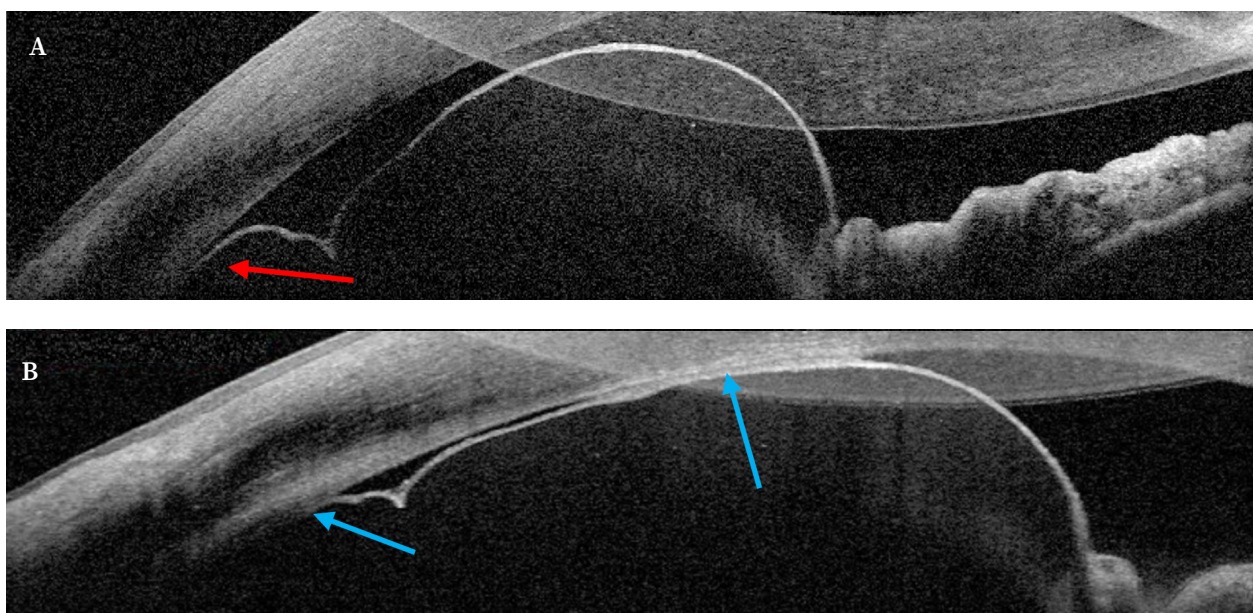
Tomografía de coherencia óptica de segmento anterior. Masa bilobulada de pared anterior fina e integridad del epitelio pigmentario del iris, con contenido líquido, compatible con quiste estromal de iris. A. Al diagnóstico, mínimo contacto con el endotelio corneal en periferia inferior (flecha roja). B. Contacto endotelial aumentado (flechas azules) tras un mes de seguimiento.
